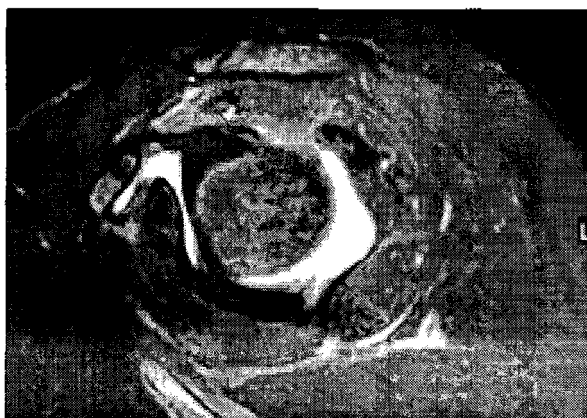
Fat suppression MR image showing perifocal band of increased signal intensity compatible with edema in posterosuperior labrum just behind biceps tendon.
